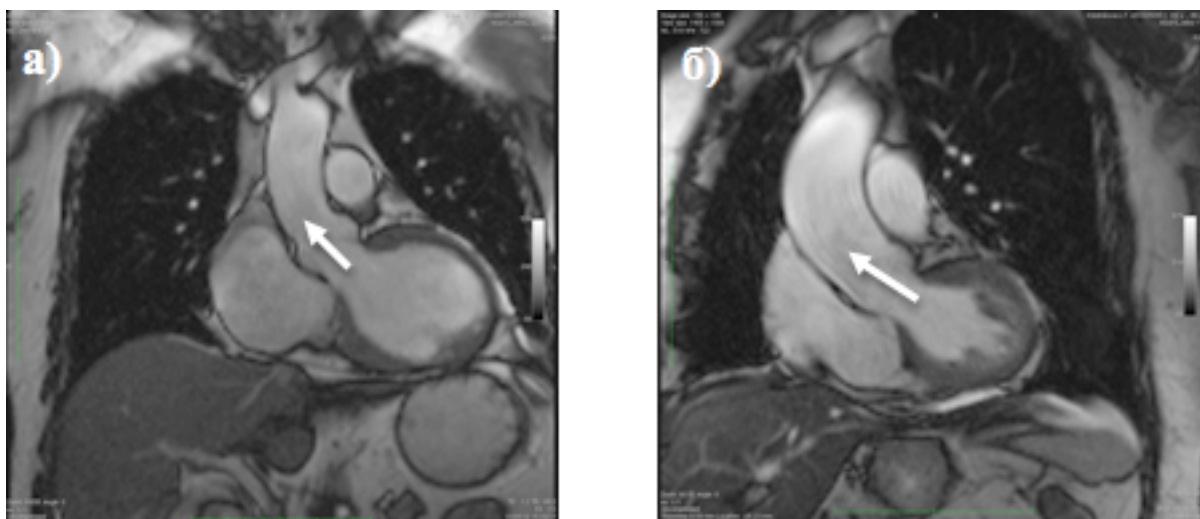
Коронарная проекция МРТ через плоскость фиброзного кольца. True FISP последовательность. Стрелками указано направление вектора движение сигнала от крови в корне аорты
